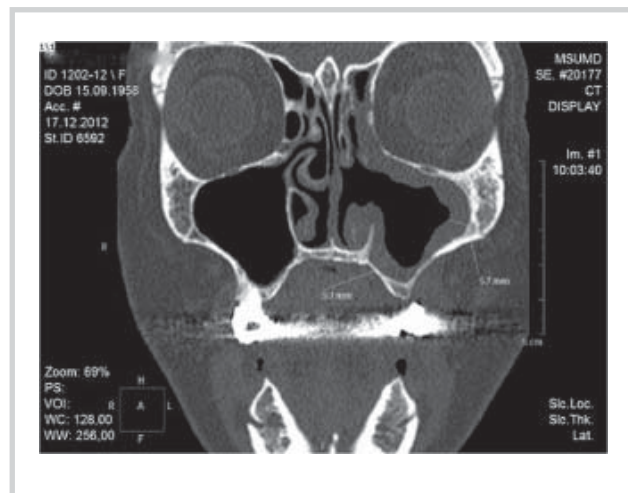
Та же больная. МСК-томограмма в коронарной проекции через 2 нед после операции.
